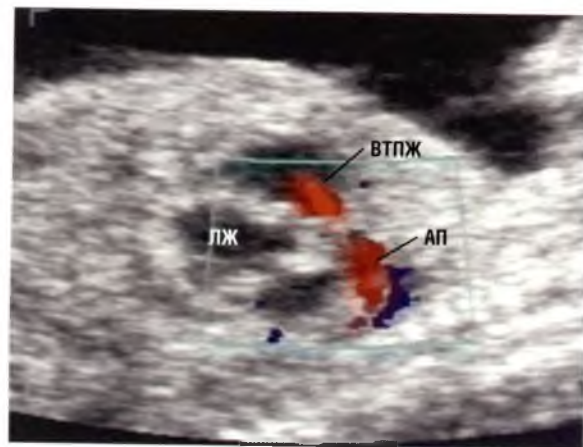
Срез по длинной оси артериального протока (АП). В артериальном протоке определяется ретроградный кровоток, проникающий в выводной тракт правого желудочка (ВТПЖ) через клапан легочной артерии. У данного плода-реципиента из двойни с синдромом фето-фетальной трансфузии антеградный кровоток в легочном стволе не наблюдается вследствие выраженной дисфункции правого желудочка. Это наглядный пример функциональной атрезии легочной артерии. ЛЖ — левый желудочек.
